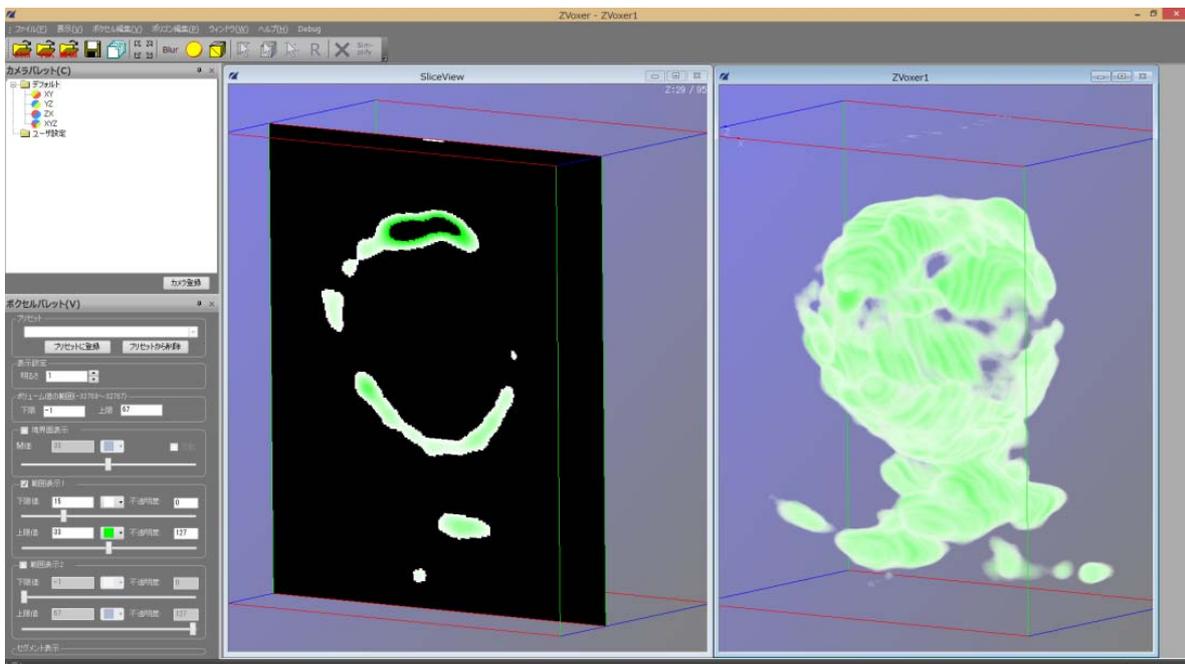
専用ソフトウェアによる検証用自作腫瘍モデルの超音波画像表示
